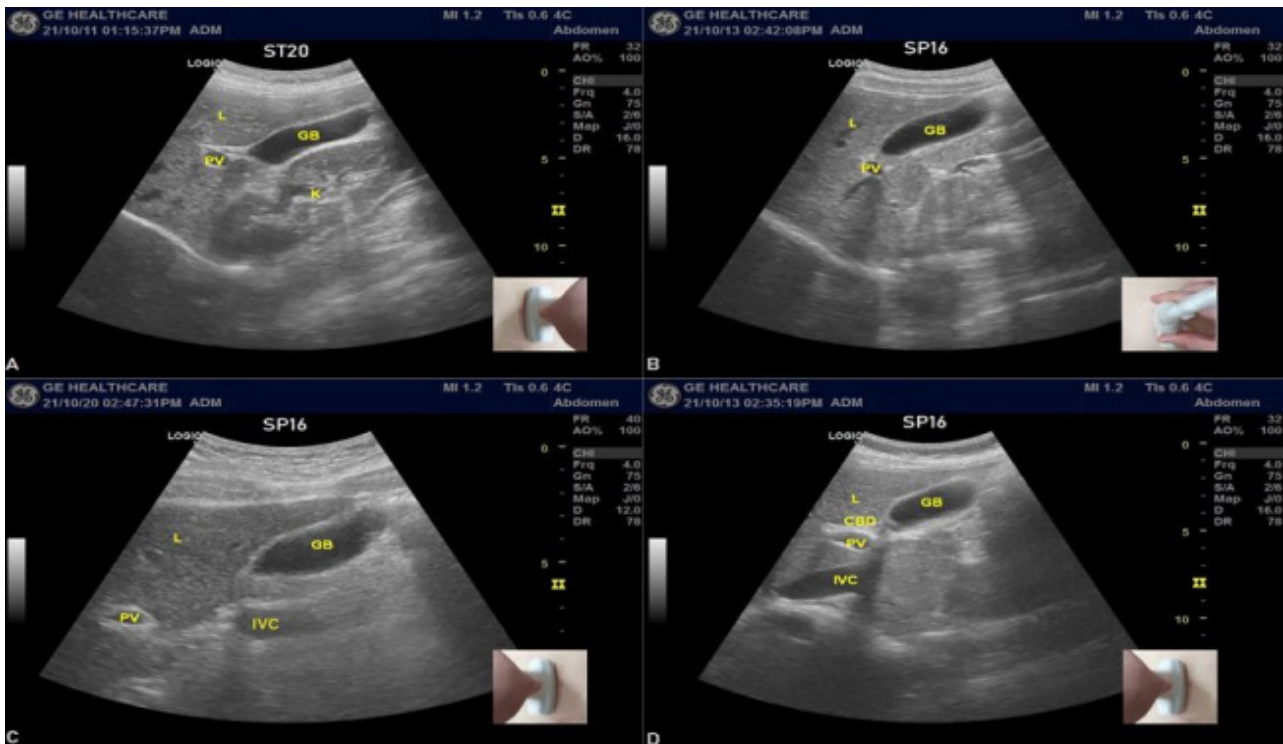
Ultrasound images of the gall bladder. L: liver, GB: gall bladder, PV: portal vein, K: kidney, IVC: inferior vena cava, CBD: common bile duct.
